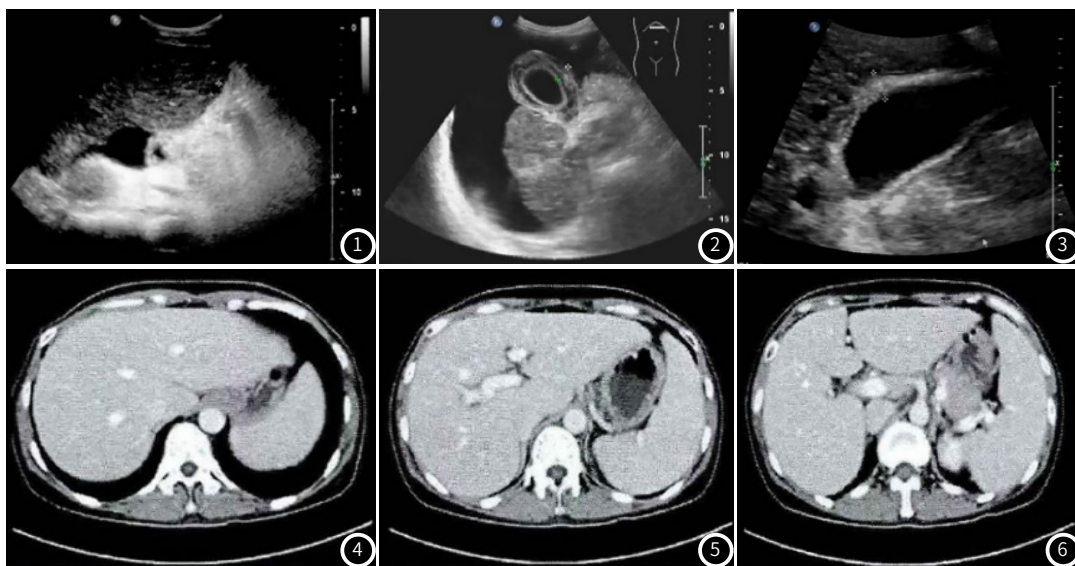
~图6 乙肝肝硬化患者超声及MSCT表现。图1~图3: 乙肝肝硬化超声表现,超声可见肝硬化患者右叶增大,肝包膜增厚(图1);肝脏回声增粗增强,胆囊壁增厚,高回声胆囊壁中间出现低信号带,为“双边征”(图2、图3)。图4~图6: 乙肝肝硬化MSCT测定肝脏体积为989.83cm³。
